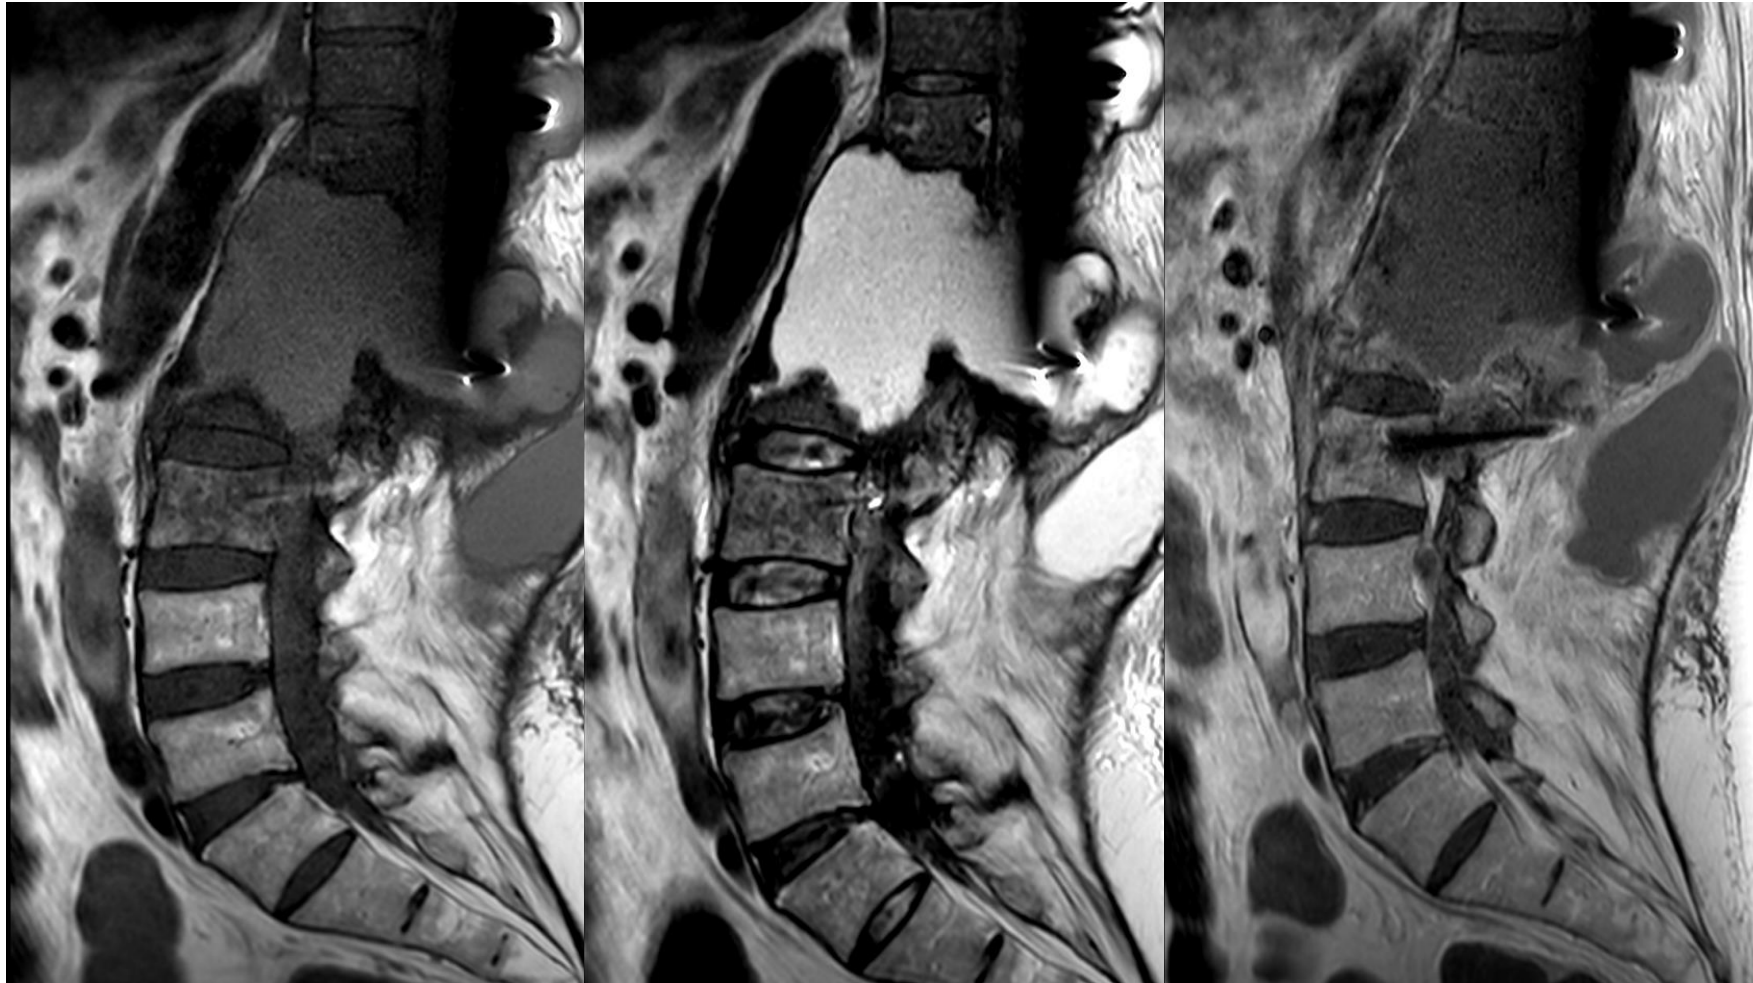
RM columna lumbar. De izquierda a derecha: T1 TSE, T2 TSE, y T1 TSE fat-sat post contraste. Hidatidosis vertebral con osteólisis que condiciona alteración en la alineación de la columna dorso-lumbar. Artefactos metálicos por material de fijación vertebral.
